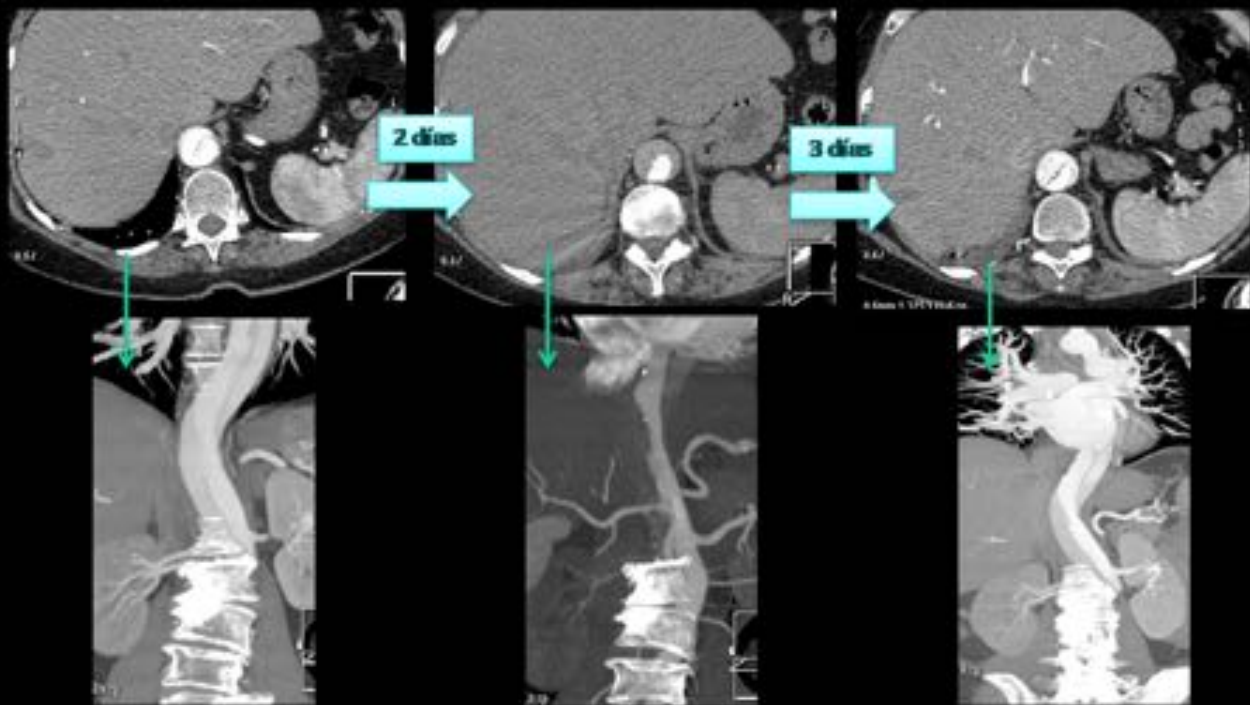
Angio-TC: El segundo estudio representa una fase arterial demasiado precoz (ver arterias hepáticas sin contraste) por lo que no da tiempo a que capte la falsa luz, pudiendo confundir el diagnóstico.
